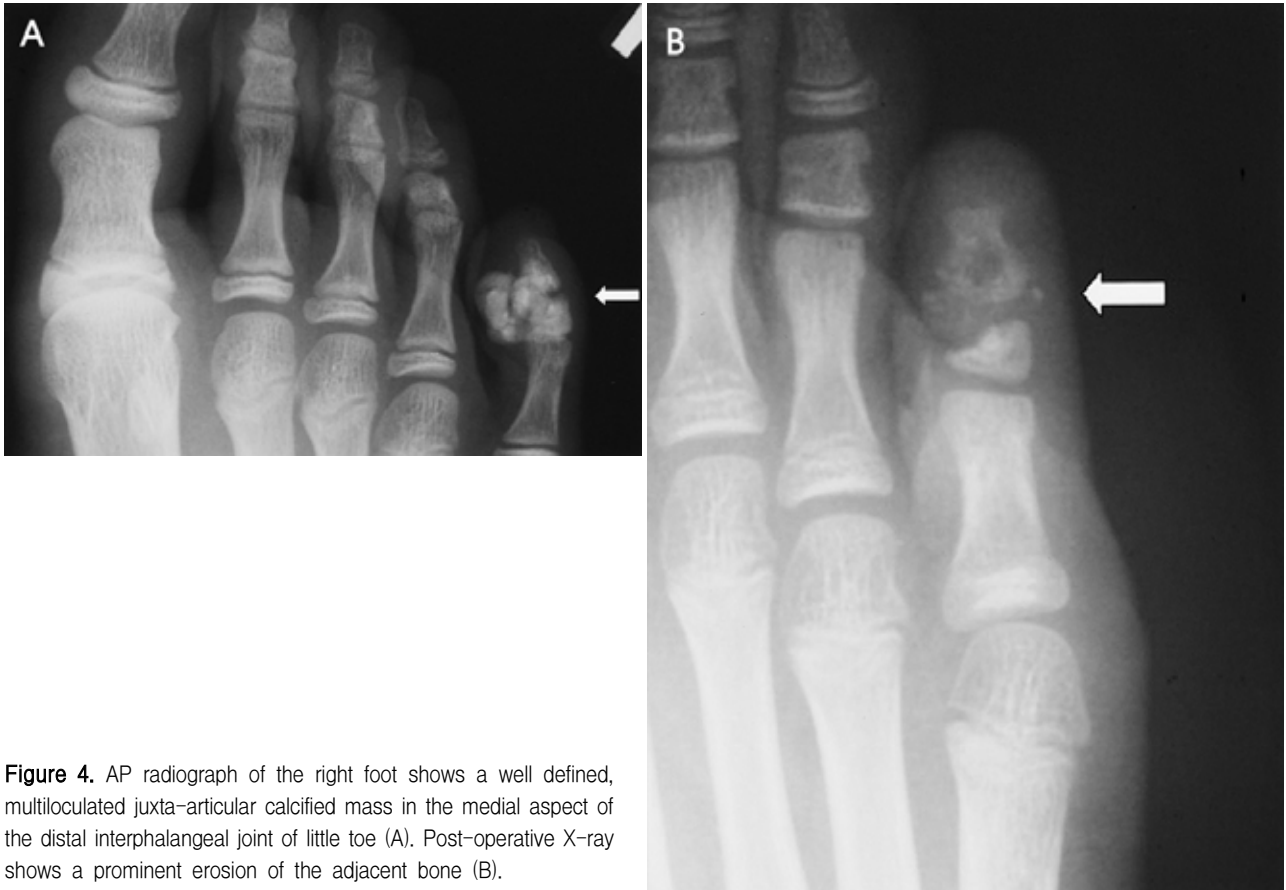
AP radiograph of the right foot shows a well defined, multiloculated juxta-articular calcified mass in the medial aspect of the distal interphalangeal joint of little toe (A). Post-operative X-ray shows a prominent erosion of the adjacent bone (B).
